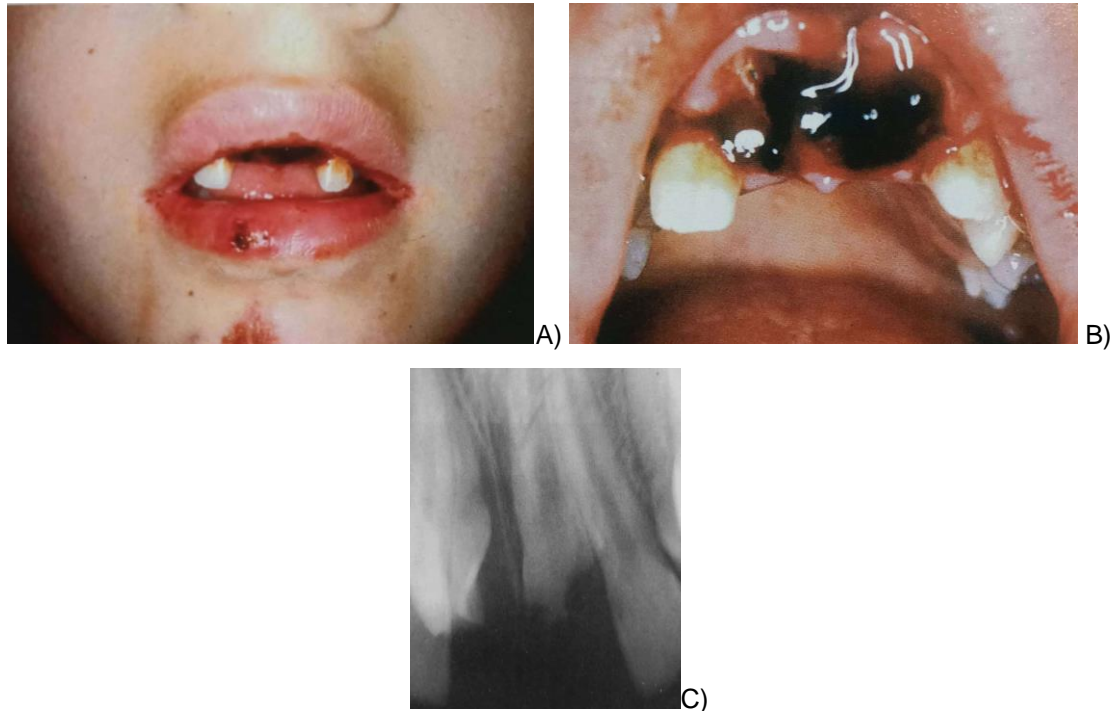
A) Paciente femenina de 12 años, 5 días después de sufrir un tratamiento, presentando un contragolpe sobre el mentón y el labio inferior. B) Muestra una intrusión pronunciada de los incisivos centrales superiores, observando un sangrado a través de la herida gingival. C) Radiografía preoperatoria de en donde se muestra la intrusión.
